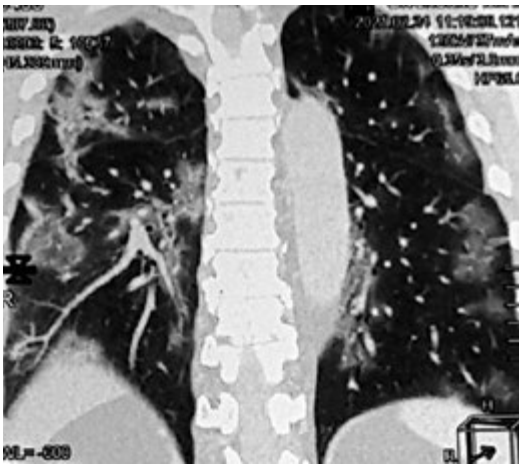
Пацієнт К., 65 років. СКТ ОГК при госпіталізації
